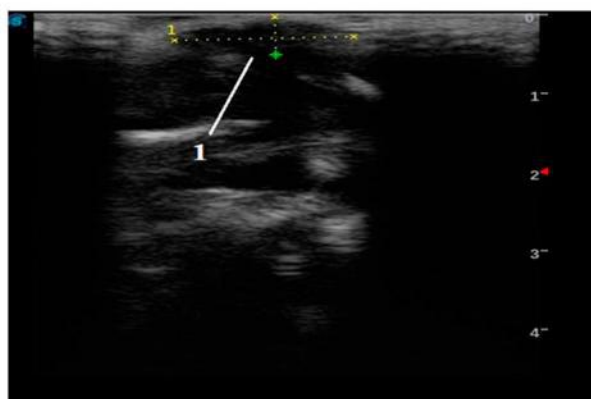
Картина УЗИ гнойной раны на 15-й день лечения в основной группе № 2: 1 – отек мягких тканей
